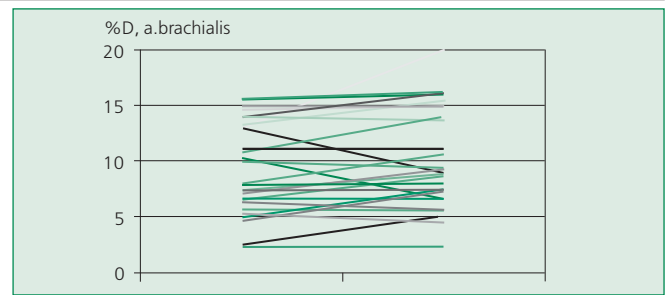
Индивидуальная динамика потокзависимой вазодилатации плечевой артерии после инфузии изотонического раствора NaCl у больных с ХСН (n=30)
